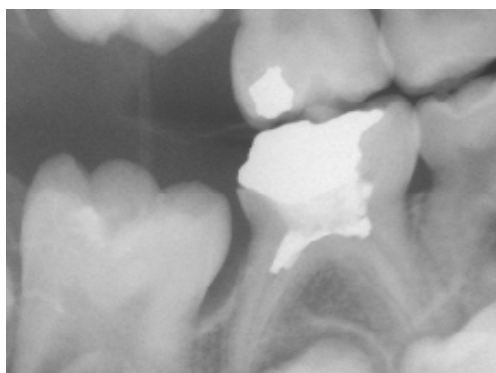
Radiografia inicial do elemento 75.
